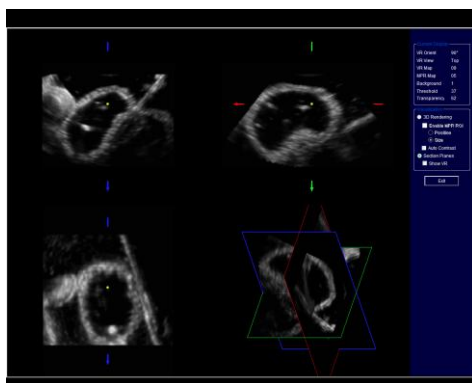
Aspect échographique des marqueurs fiduciaux en pâte polymère.
